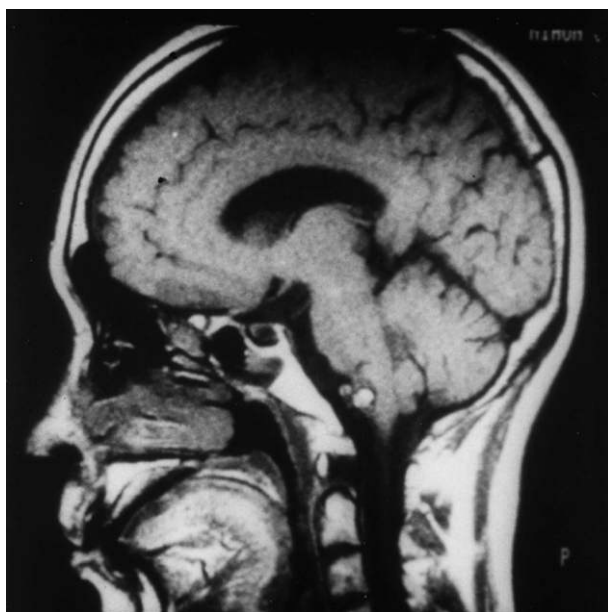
症例 3 の頭部 MRI T1 強調画像。
